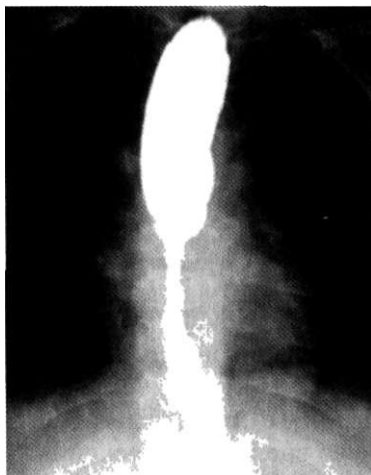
Рубцовое сужение пищевода. Рентгенологическое исследование с контрастным веществом.
